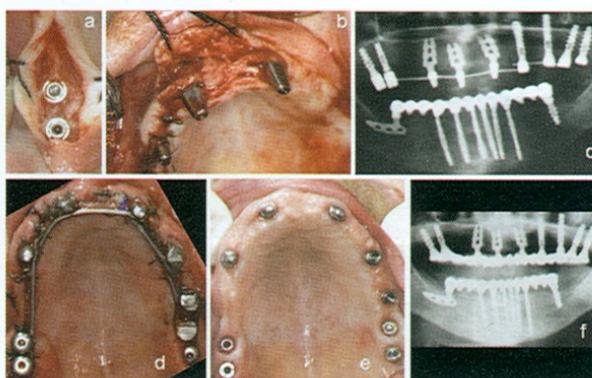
a y b. Durante la misma sesión quirúrgica se han insertado en la arcada superior tres implantes laminas emergidas y seis implantes tornillos sumergidos; c. radiografía tomada al finalizar la intervención, en la cual se puede ver la contención hecha inmediatamente después de la sutura, que junta los nueve implantes apenas insertados; d. fotografía tomada al finalizar la intervención. Se ha hecho carga inmediata con una prótesis provisional; e. algunos meses después, la contención ha sido eliminada; f. radiografía con la prótesis definitiva.
